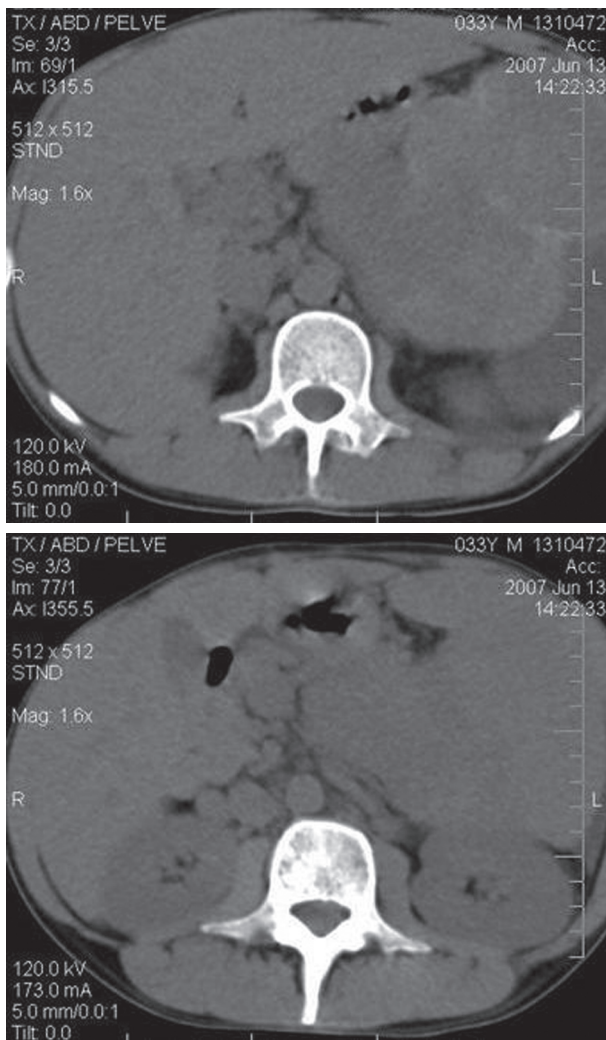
Tomografia computadorizada de abdome e pelve: hepatoesplenomegalia com linfonodos periportais limitrofes e pelve sem alterações.
